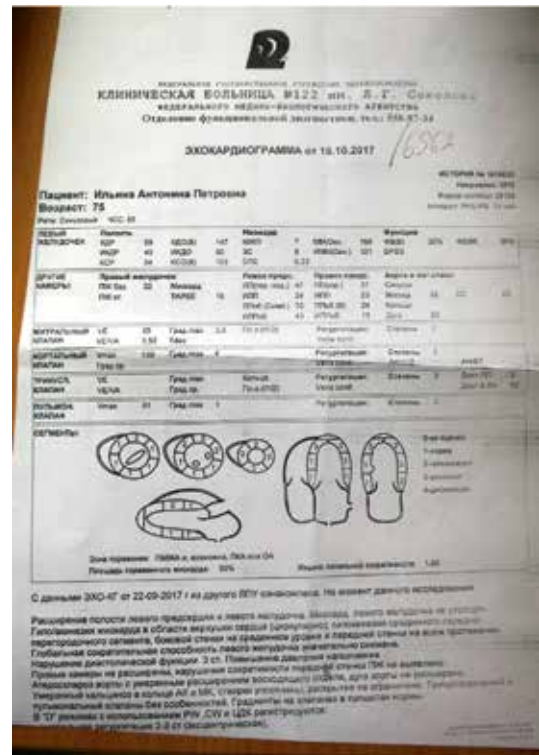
Эхокардиограмма больной И. от 16.10.2017
